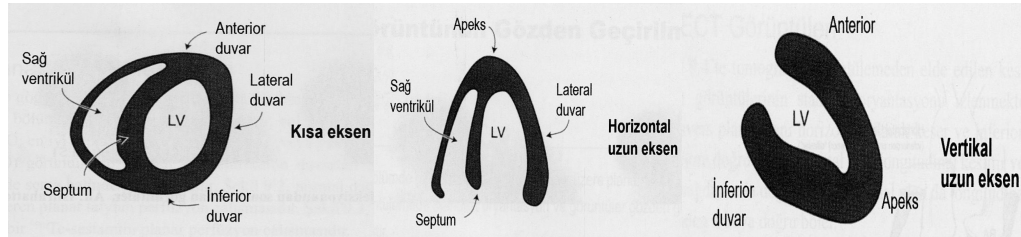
Üç boyutlu gated SPECT kesitleri.
